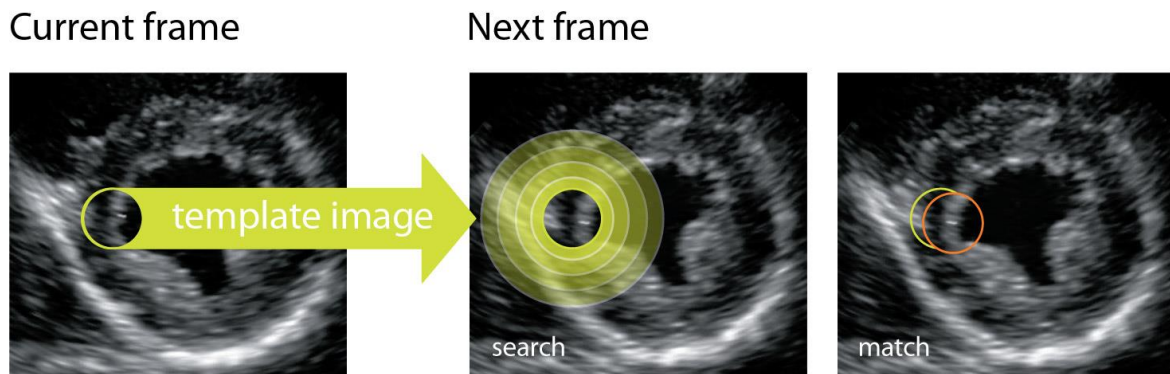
Représentation des marqueurs acoustiques naturels réflecteurs d'ultrasons (speckles) au sein du myocarde *Source Toshiba*
